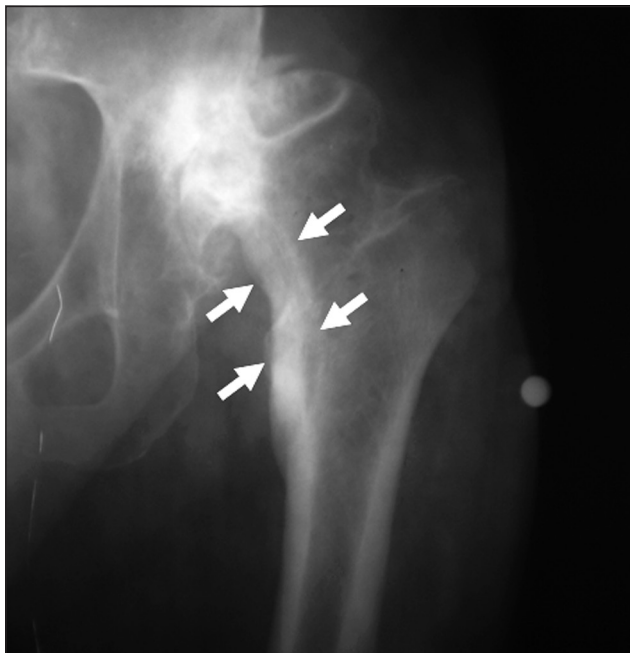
Фото рентгенограммы. Локальная рабочая гипертрофия костной ткани в области медиальной поверхности шейки бедренной кости при ДК
